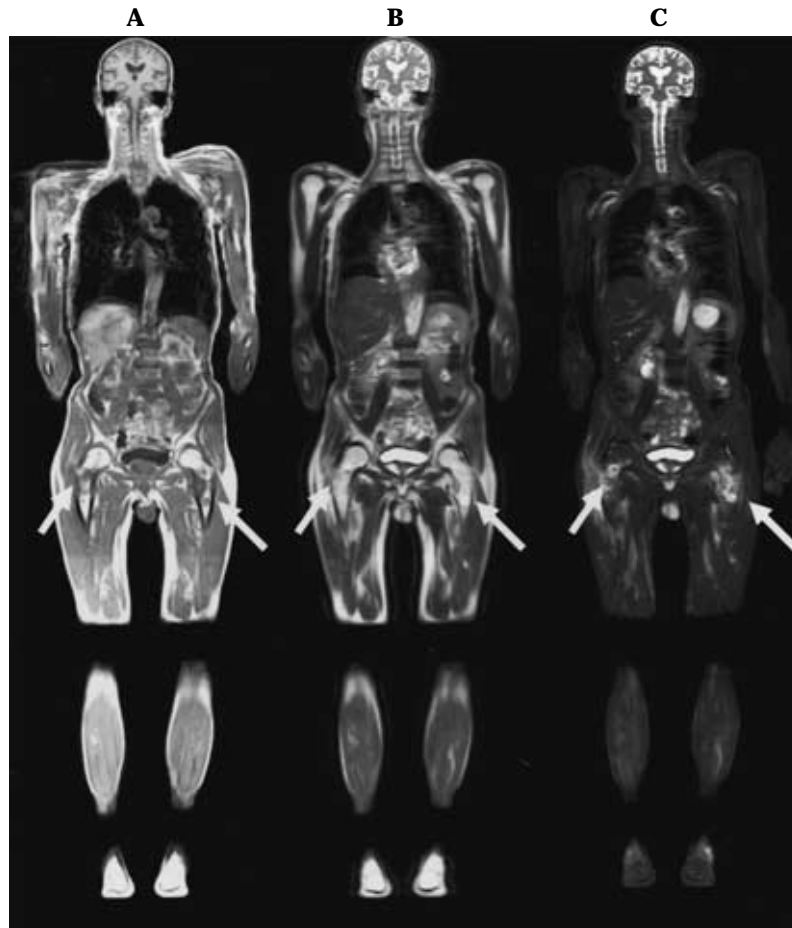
70-year-old man with bilateral femoral bone metastases from adenocarcinoma. A : T1-weighted whole body MRI clearly demonstrated bone metastases as low signal intensities in the bilateral femoral bones(arrows). B : T2-weighted whole body MRI shows bone metastases as high signal intensities in the bilateral femoral bones (arrows) C : STIR whole body MRI clearly demonstrated bone metastases as high signal intensities in the bilateral femoral bones (arrows)
